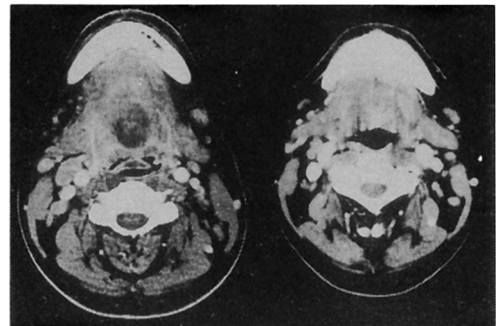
CT scan of 43 years old male with sublingual abscess
